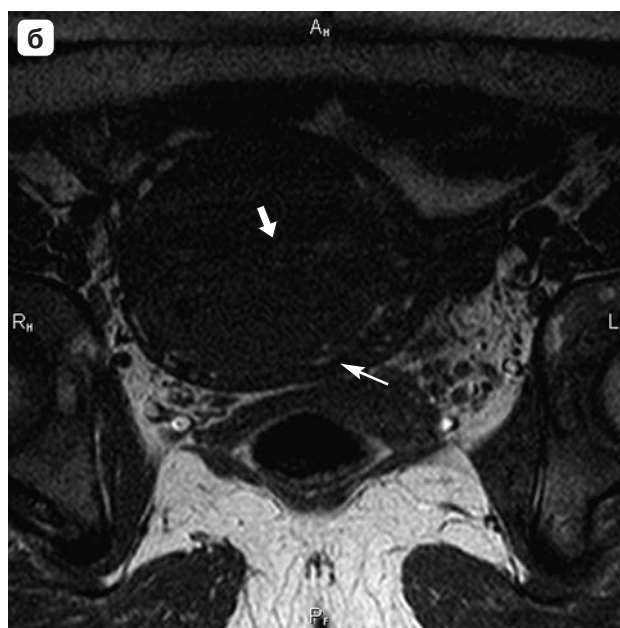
МР-томограммы малого таза. а – Т2ВИ в сагиттальной плоскости; б – Т1ВИ в аксиальной плоскости. Определяется лейомиоматозный узел клеточного типа строения (стрелка), деформирующий полость матки (тонкая стрелка).
